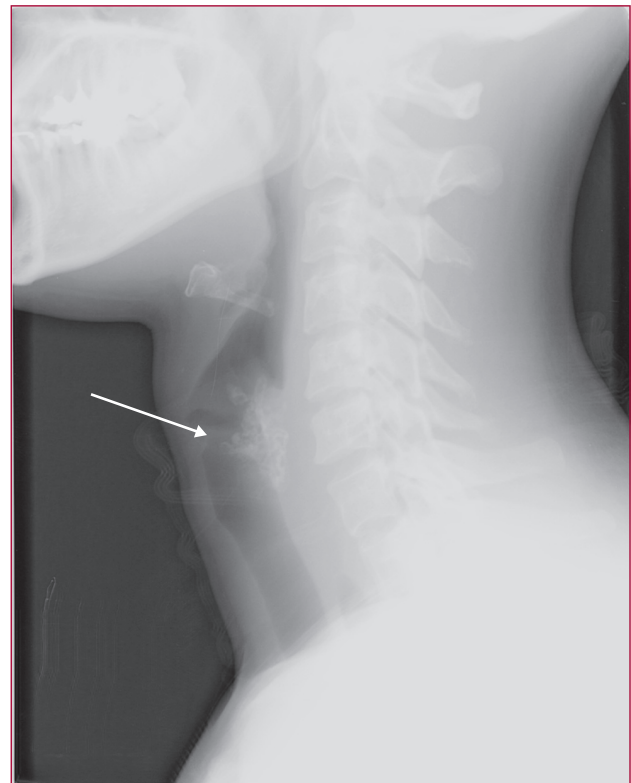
Radiographie cervicale de profil montrant un corps étranger alimentaire (viande) bloqué au niveau de l'œsophage cervical chez une jeune patiente adulte porteuse de troubles moteurs de l'œsophage (flèche blanche). Le corps étranger a été retiré par voie endoscopique au moyen d'une anse à filet.
